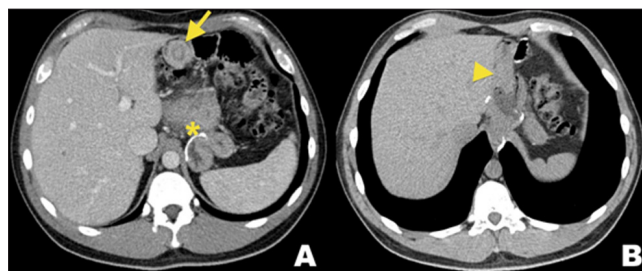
Invaginación post-quirúrgica en un paciente de 39 años, con antecedente de *bypass* gástrico por síndrome metabólico hace 6 meses. Consulta por cuadro de 10 días de dolor abdominal cólico intermitente, sin otros síntomas. TC de abdomen y pelvis con contraste intravenoso. A) Fase portovenosa que demuestra pequeña invaginación yeyuno-yeyunal adyacente a la anastomosis gastro-yeyunal (flecha). B) En fase tardía ya no es evidente la invaginación, siendo compatible con un fenómeno transitorio (cabeza de flecha). Nótese la línea de sutura a nivel gástrico (asterisco).
